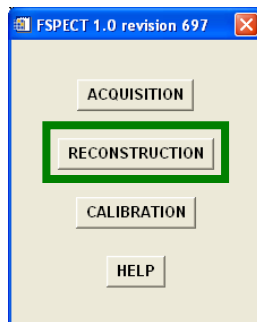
Interfaz de inicio de la aplicación *FSPECT*. Selección del botón *RECONSTRUCTION*.
